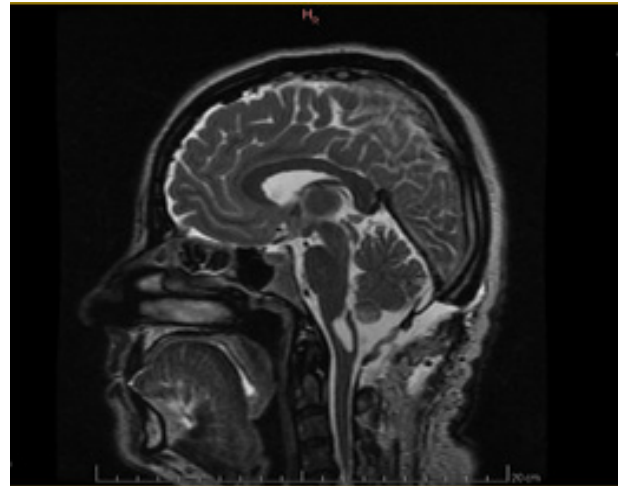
Resonancia Magnética Nuclear en Corte Sagital observándose la marsupialización del quiste en lo posterior y la disminución de su volumen.
